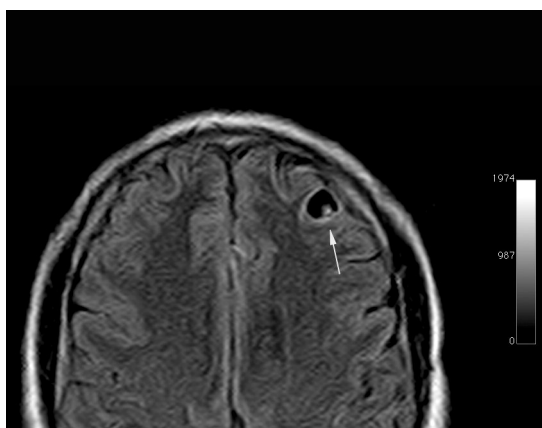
Imagen ampliada en secuencia FLAIR que muestra una pequeña imagen hiperintensa asociada a la pared de un quiste correspondiente al escolex parasitario.
